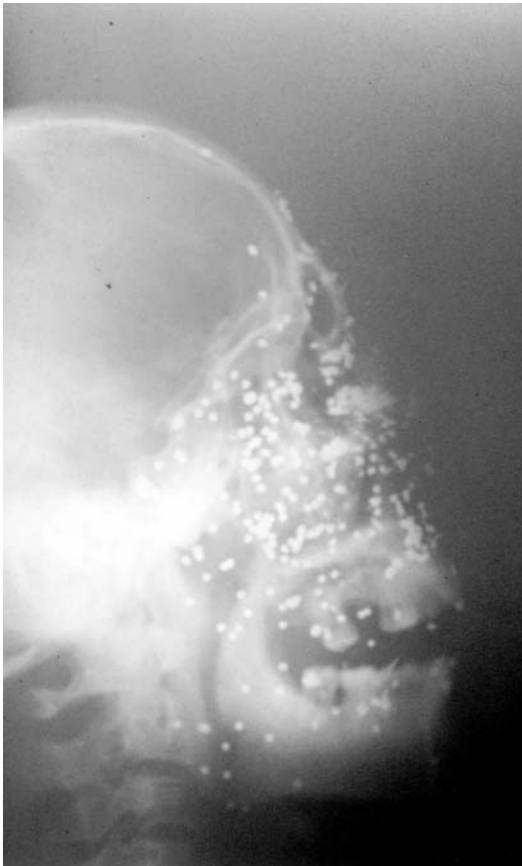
Radiografía lateral de cráneo que muestra numerosos perdigones alojados en los tejidos blandos de la cara y el cuello como consecuencia de un accidente de caza. Algunos de estos perdigones habían atravesado la mucosa oral y faríngea y se encontraban en los tejidos blandos adyacentes.
